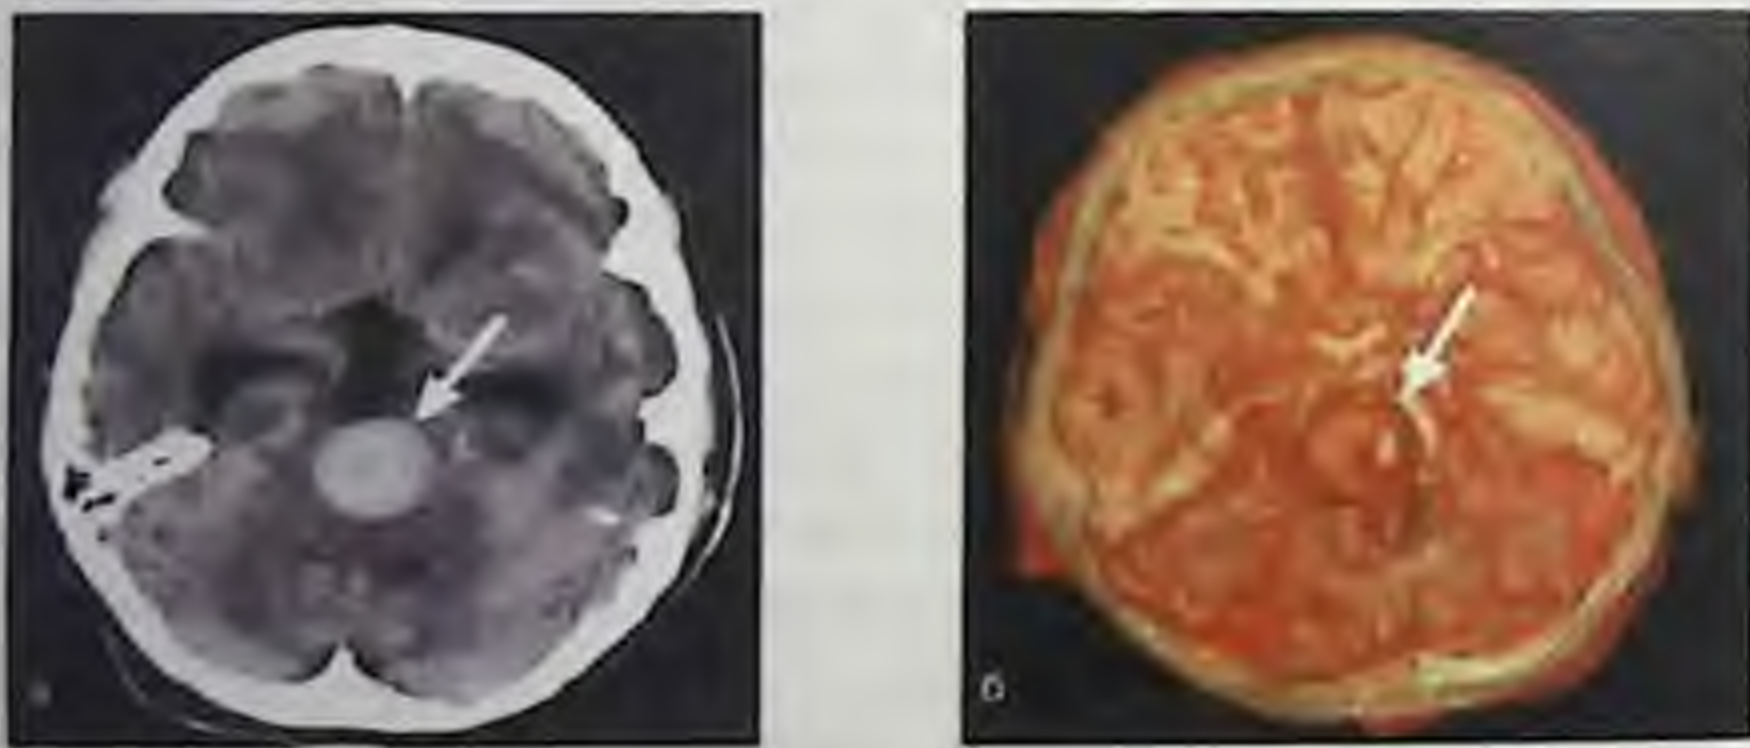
Спиральная компьютерно-томографическая ангиография с использованием объемного рендеринга (б) и исходные данные (а). Аневризма основной артерии. В просвете сосудов и аневризме (стрелка) отмечается увеличение рентгеновской плотности вследствие внутривенно введенного контрастного вещества.
